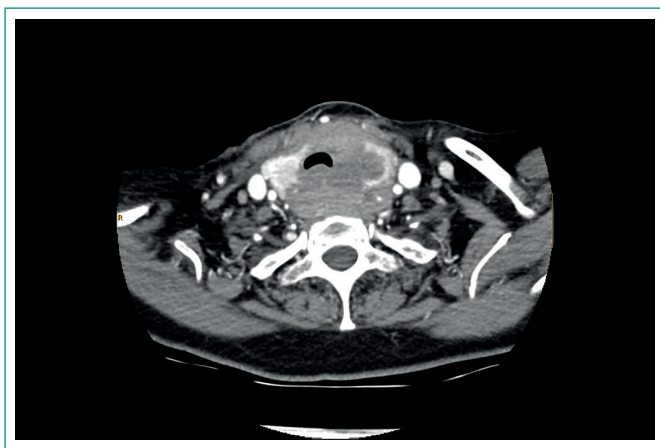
TC: se observa una masa cervical que rodea a la tráquea desplazándola hacia la zona anterolateral derecha
